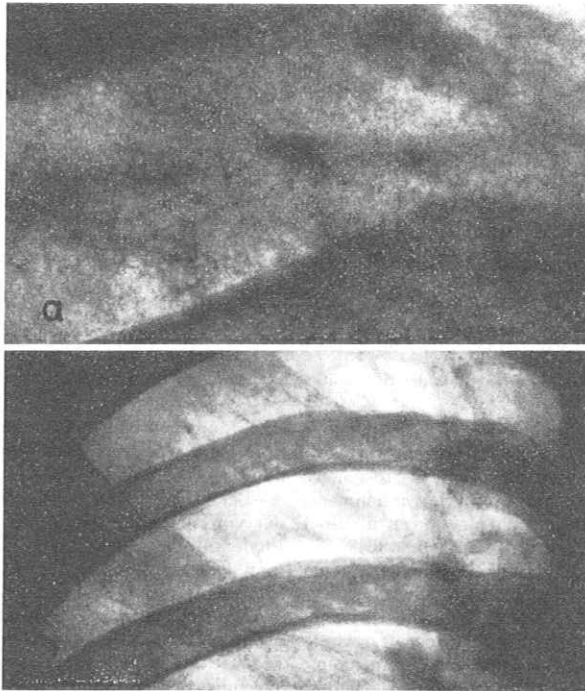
Röntgenogramm der Lungenembolie bei der Lymphographie. a 4fache Vergrößerungsaufnahme 2 Std nach Injektion des Kontrastmittels. Feine punkt- und hakenförmige Schatten sind zerstreut sichtbar. b Gewöhnliche Einfachaufnahme 2 Std nach Injektion; derselbe Patient. Abb.1a, b, 2a, b und 3a, b sind vom gleichen Patienten
